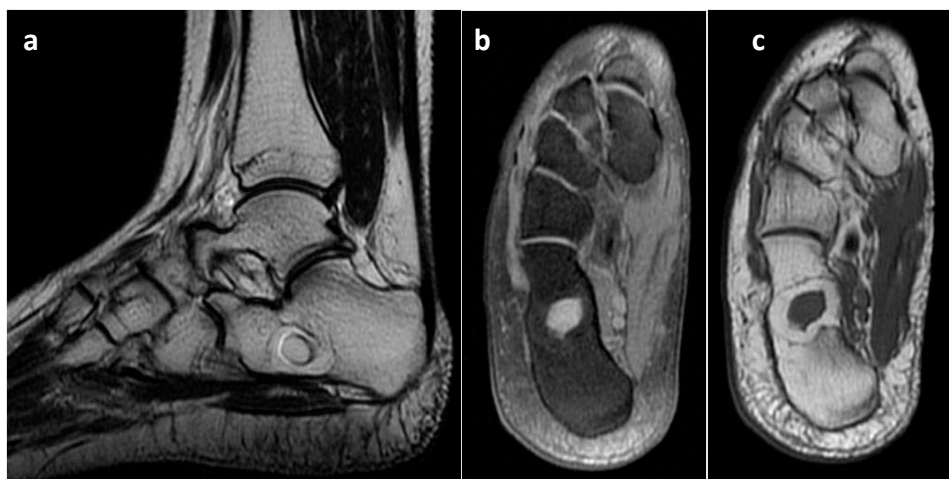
IRM de la cheville droite en T1 sagittal (a), T2 axiale (b) et en saturation de graisse (c) : Lipome osseux calcanéen. Lésion intra calcanéenne, homogène, bien arrondie, en hypersignal T1 et T2 avec suppression du signal en saturation de graisse.
